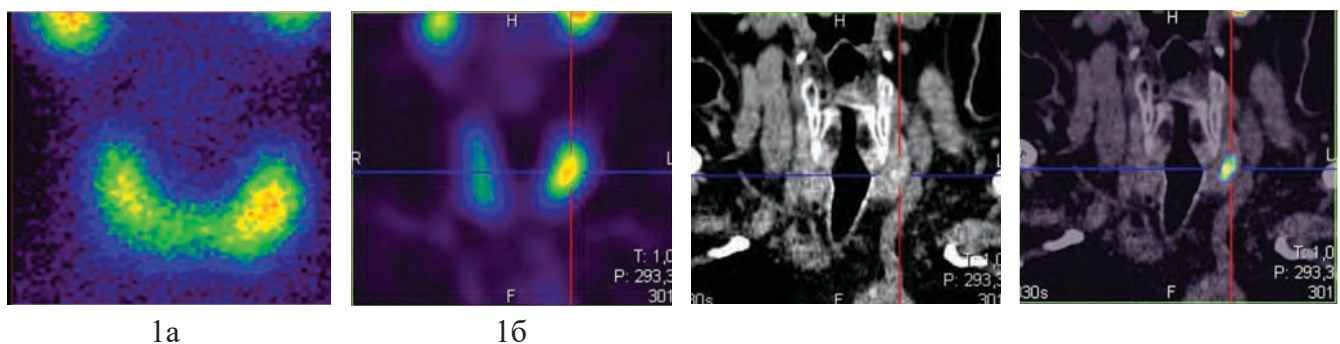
Изображение щитовидной железы с автономной аденомой левой доли, полученное при скинтиграфии с ^{99m}Tc -пертехнетатом (1а) и при ОФЭКТ/КТ в виде трёх томограмм (16): левая – при однофотонном эмиссионном компьютерном исследовании, средняя – при рентгеновской компьютерной томографии и правая (крайняя) при совмещении двух перечисленных томограмм
